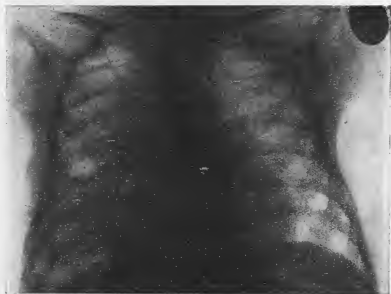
Radiographie du 1<sup>er</sup> décembre 1930.
